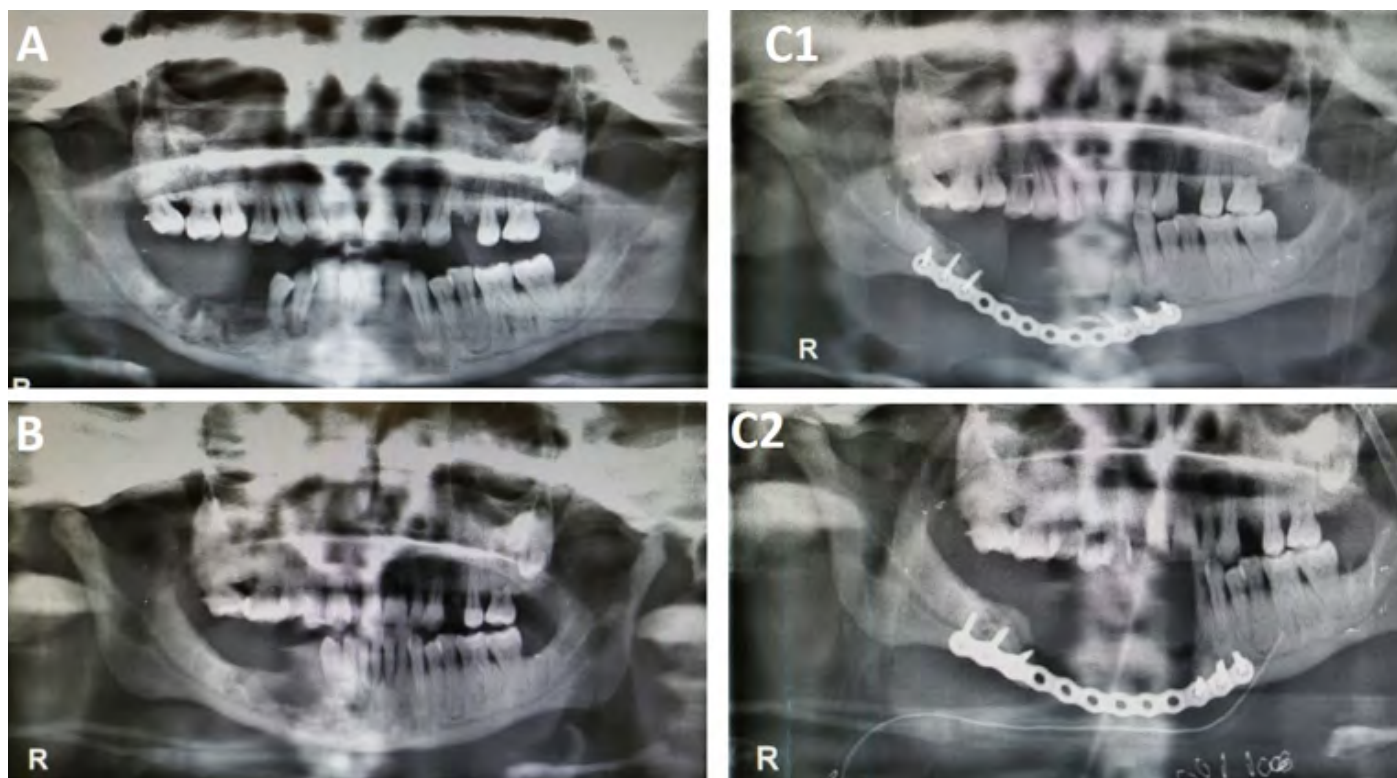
(A) Ortopantomografía año 2014, progresión de la lesión (B) Ortopantomografía año 2015, pérdida de dientes adyacentes, (C1) Ortopantomografía años 2017, fractura mandibular y colocación de placa; (C2) Ortopantomografía año 2018, progresión de la lesión en los bordes de la placa.
